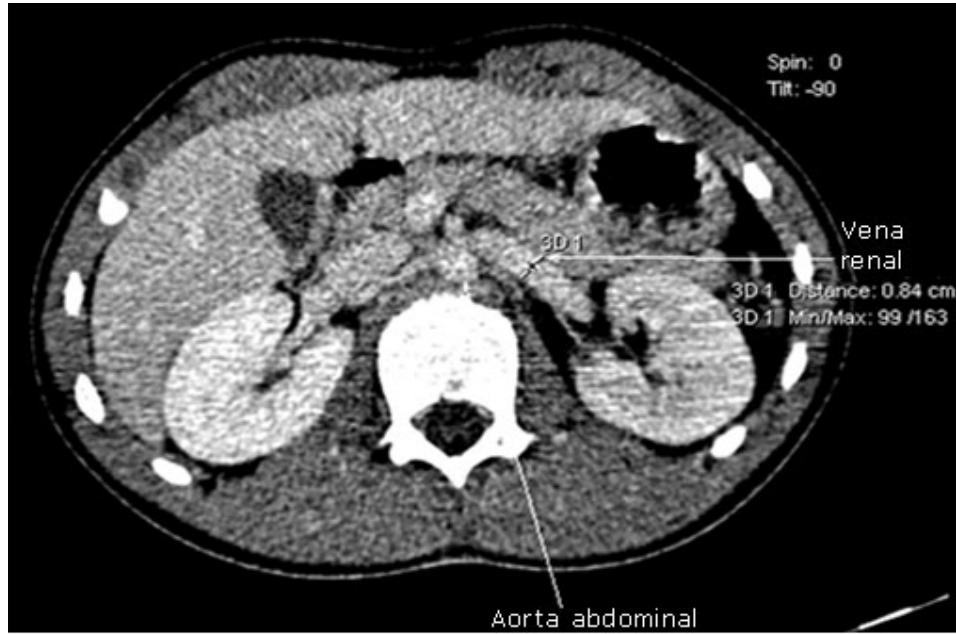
Tomografía. Vista axial de la vena renal izquierda (VRI) dilatada por compresión de la aorta y la arteria mesentérica superior (AMS).
